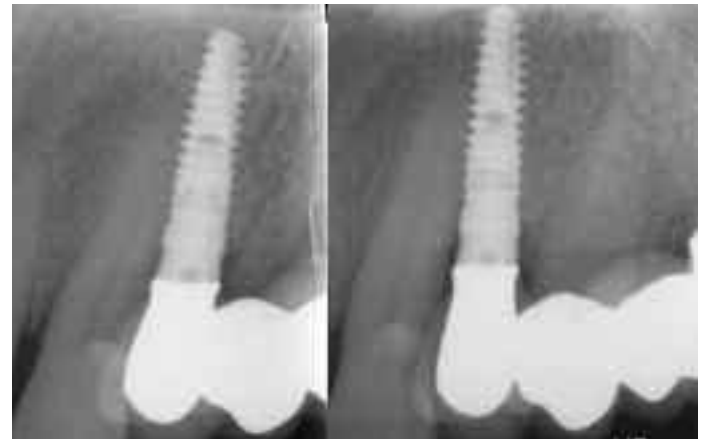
Röntgenkontrolle nach Eingliederung der Implantatkrone und zum Recall nach einem Jahr
